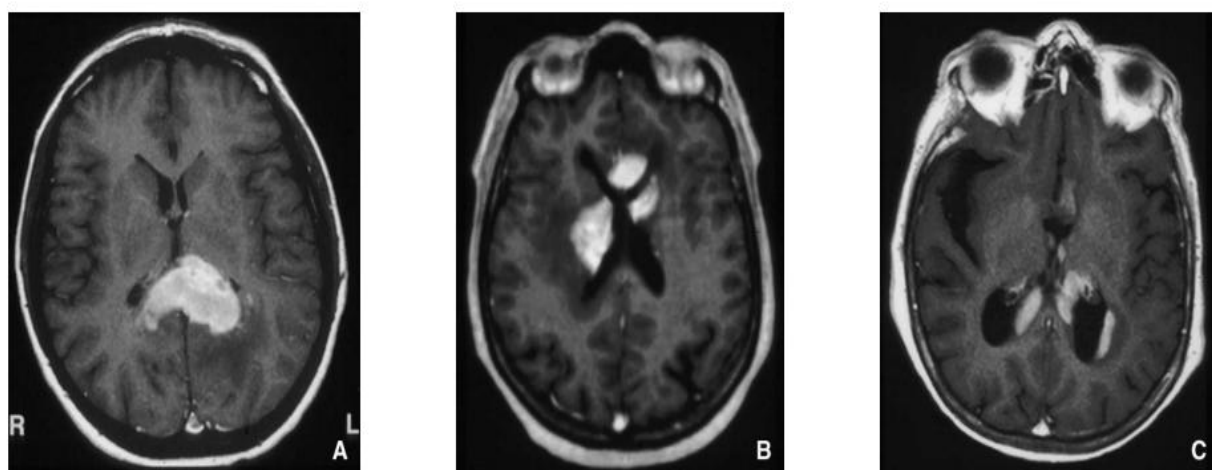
Lymphome cérébral primitif : aspects typiques à l'IRM (avec injection de gadolinium).
